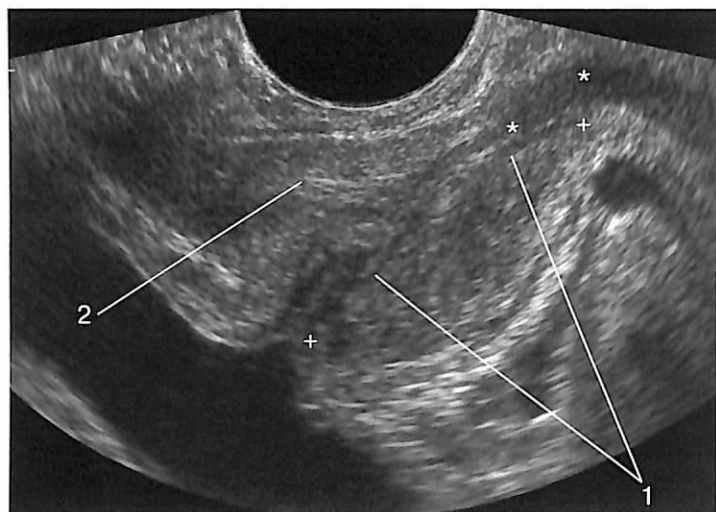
ТРУЗИ. Продольный срез по уретре (1) и одному из семявыбрасывающих протоков (2). Верхней границей измерений является наиболее высокая точка предстательной железы (левый крестик), нижней границей – нижняя точка визуализируемой ткани верхушки (правый крестик). Расчет длины мембранозной уретры производится от точки выхода уретры из ткани железы (левая звездочка), при этом нижняя часть верхушки может немного нависать над местом выхода уретры из простаты, в данном случае так, как показано на рис. 1.10. Нижней границей является нижняя граница постпростатического сфинктера уретры (правая звездочка).
